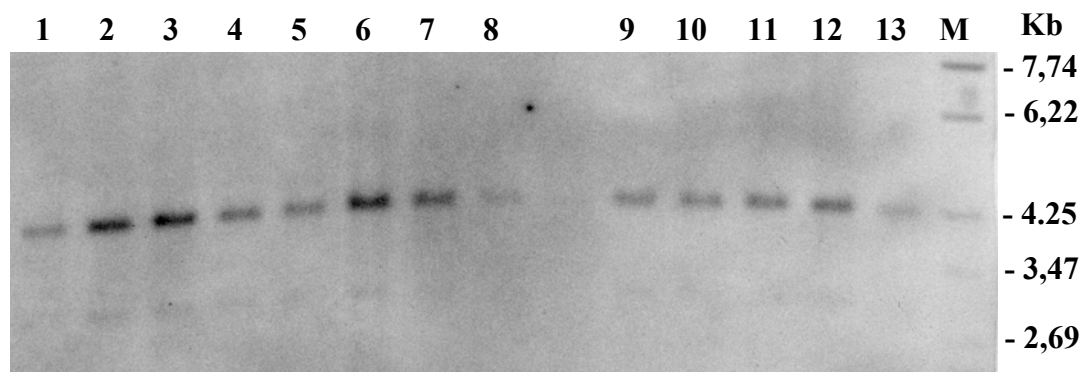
9. Autoradiografia com os fragmentos específicos *Hind* III -HS-40, NK I / SP I. 1-13: indivíduos sem deleção no local HS-40; M: marcador ^{35}S , AmershamBiosciences.
